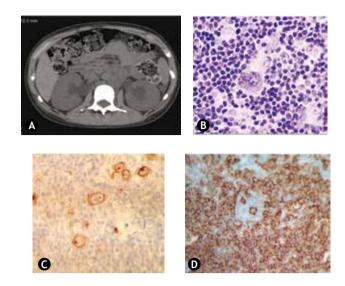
A) Tomografía simple de abdomen con conglomerado retroperitoneal de 7.6 x 12.5 cm de longitud, que obstruye ambos ureteros y tomografía con dilatación del sistema pielocalicial. B) Tinción de hematoxilina & eosina, en la cual se identifica los linfocitos plasmáticos y células de Reed-Sternberg de ganglio cervical derecho. C) Tinción de inmunohistoquímica marcador CD 30+, con células de Reed-Sternberg. D) Tinción de inmunohistoquímica CD 20-.
